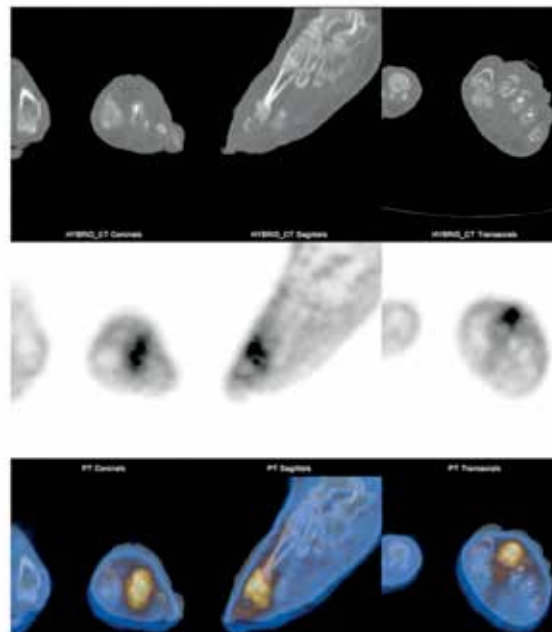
Osteomyelitis/septic arthritis left forefoot. On the fluorodeoxyglucose positron emission tomography image there is increased activity in the left forefoot, but it is difficult to determine whether the activity involves the bone. The positron emission tomography/computed tomography images show that the activity involves the distal left second metatarsal, the proximal second left phalanx and the metatarsal phalangeal joint space. (Courtesy of O. Israel, M.D.)
